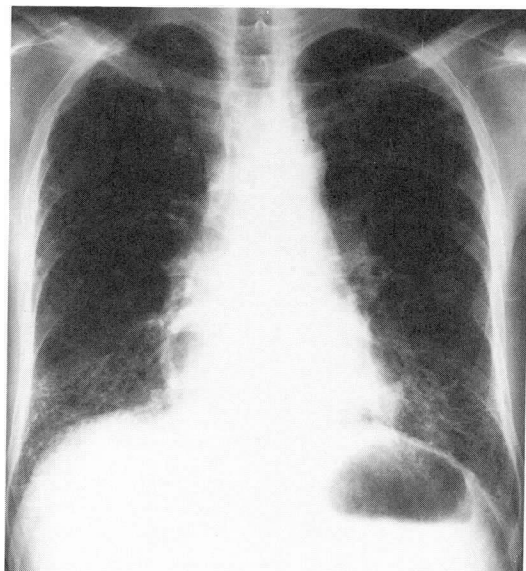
Chest roentgenogram taken 1 year before admission revealing reticular and linear shadows over bilateral lower lung fields.
